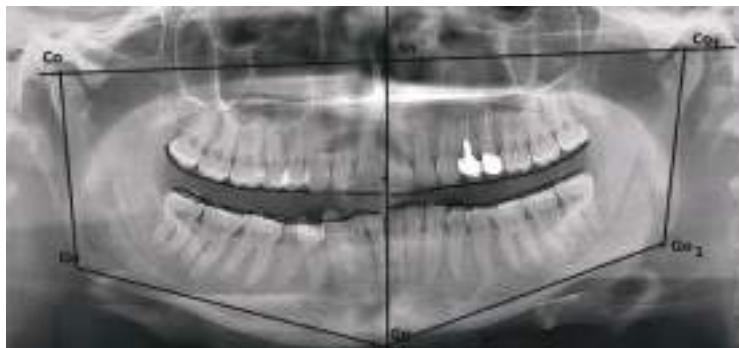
Ортопантомограма
